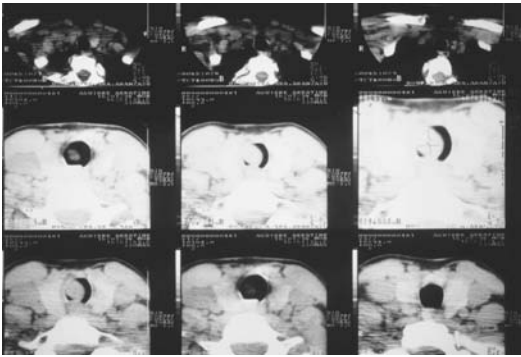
Carcinoma adenoide quístico traqueal. TC.
